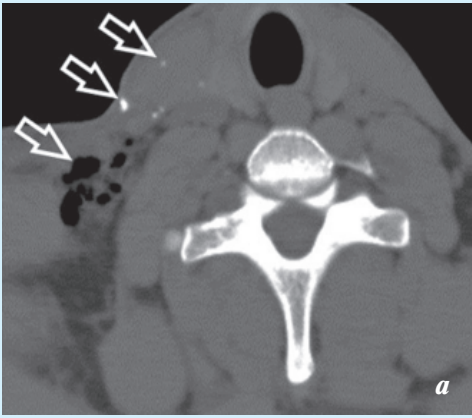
Пациент К., 21 год. Огнестрельное осколочное ранение цервикофациальных мягких тканей. КТ: *а* – аксиальная томограмма: множественные инородные тела металлической плотности и пузырьки воздуха в мягких тканях правой половины шеи (стрелки); *б* – объемная реконструкция: пространственное соотношение инородных тел и костных структур шеи и лица
